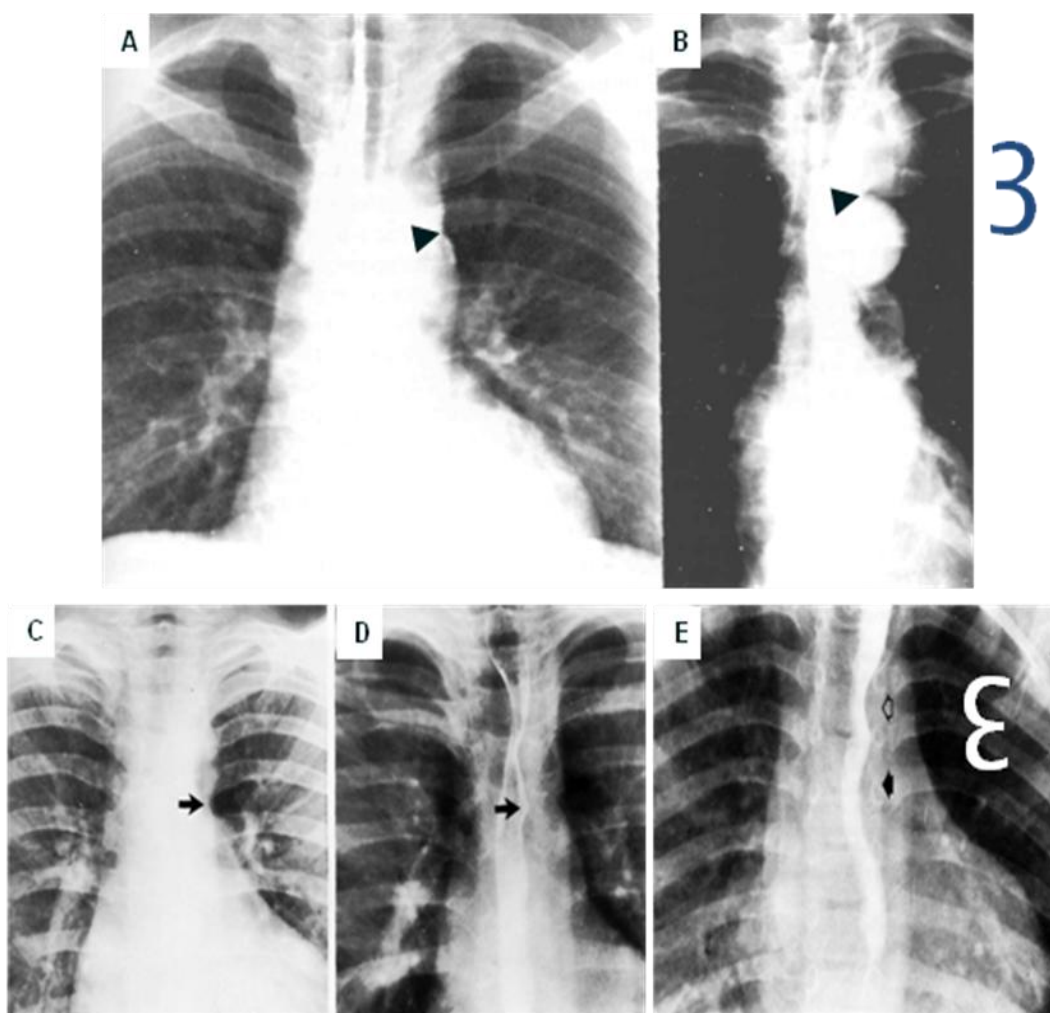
51. A y B. Radiografías de tórax de pacientes diferentes con coartación de la aorta, el arco aórtico deformado produce una indentación (cabeza de flecha) en la transición entre la arteria subclavia izquierda dilatada y la aorta torácica descendente dilatada, que forma el signo del 3. C. Tercer paciente diferente con los mismos hallazgos. D. Esofagograma del paciente de la figura C, la indentación entre el arco aórtico y la aorta torácica descendente produce la figura de E en el esófago. E. Signo de la E en otro esofagograma, paciente con coartación aortica, la impresión superior (flecha blanca) es por la dilatación preestenotica, la inferior (flecha oscura) la dilatación posestenotica.
